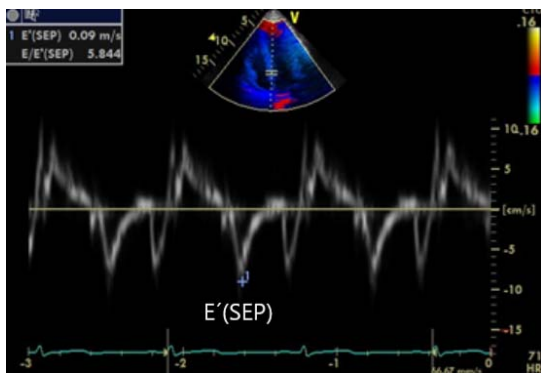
E'(Sep) wave measured by Tissue Doppler
